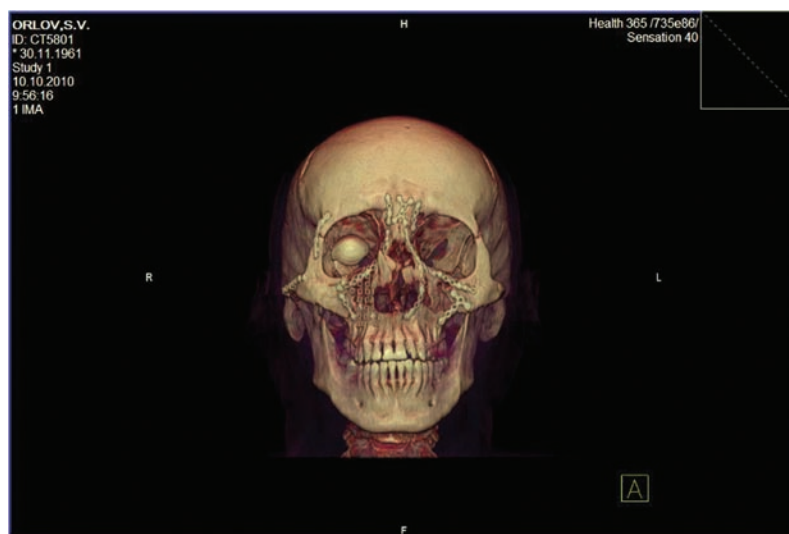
КТ черепа пациента О. после операции
